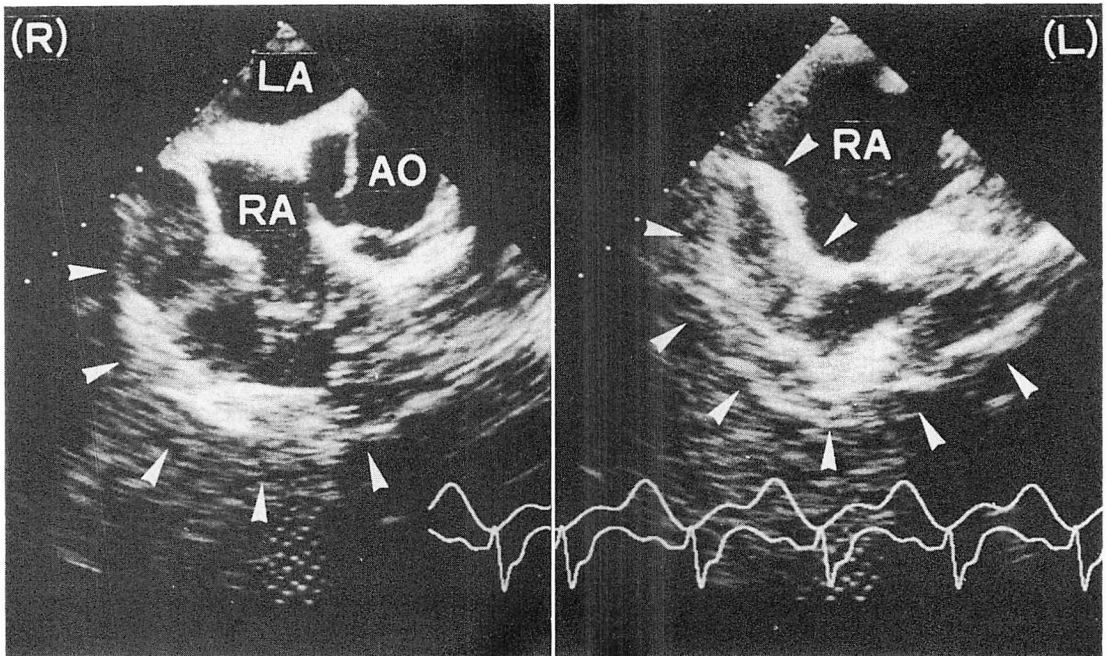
Transesophageal echocardiograms of a patient with low cardiac output failure but without wall motion abnormalities.
